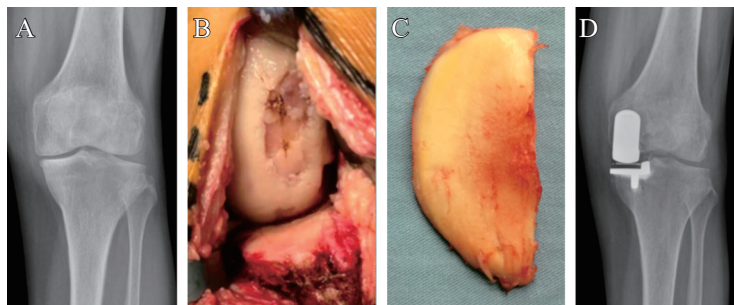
A. 术前负重位, 无骨对骨接触; B. 术中示股骨髁大部磨损; C. 胫骨平台变薄, 未见软骨下骨裸露; D. 术后1个月X线片
